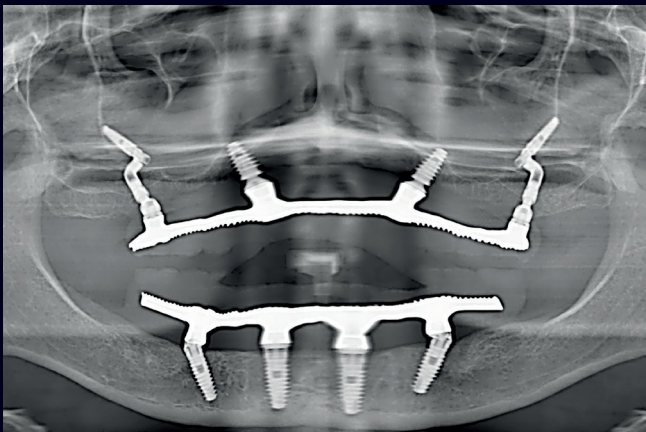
Radiografia panorâmica demonstrando os implantes e componentes instalados. Técnica Facco na maxila e Técnica All-on-Four na mandíbula.
